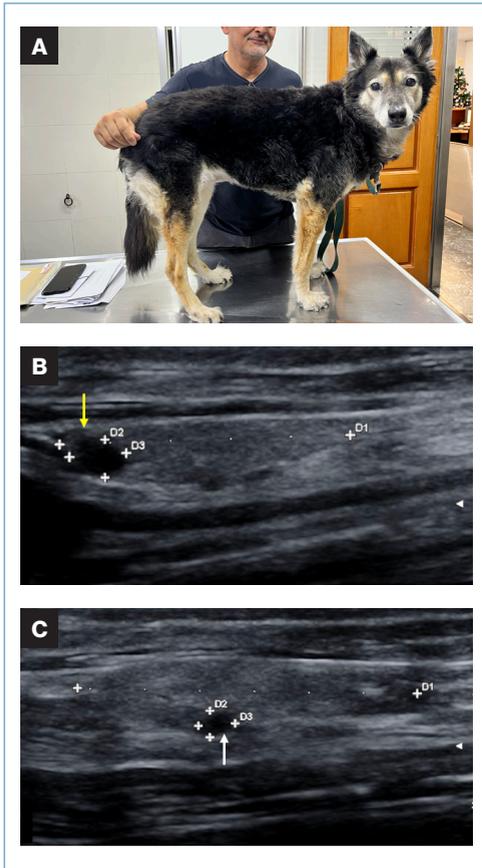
(A) Hembra castrada de 13 años con poliuria-polidipsia y debilidad generalizada atribuida a hiperparatiroidismo primario (HPP). Calcio total (12.6 mg/dl, RR: 9.0-11.5 mg/dl), fósforo (3.6 mg/dl, RR: 3-8 mg/dl) y PTH (99.3 pg/ml, RR: 12-76 pg/ml). (B) Ecografía del lóbulo tiroideo derecho con una glándula paratiroides craneal predominante de 4.7 mm en su diámetro mayor (flecha amarilla). (C) Ecografía del lóbulo tiroideo izquierdo en donde es visible solo la glándula paratiroides caudal de menor tamaño (2.7 mm, flecha blanca). Estos hallazgos sugieren el origen del HPP en la glándula paratiroides craneal derecha.
